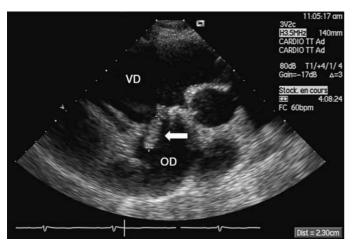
Endocardite tricuspidienne sur annuloplastie tricuspide (échocardiographie transthoracique, incidence centrée sur les cavités droites). Volumineuse végétation tricuspidienne (flèche) de 23 mm de longueur dans l'oreillette droite (OD). VD : ventricule droit.
